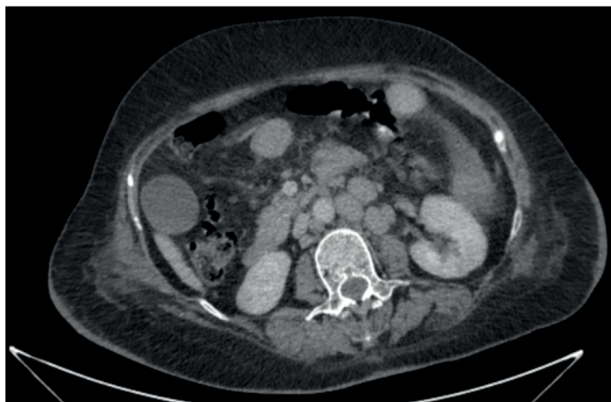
TC de abdome e pelve com contraste evidenciando múltiplas linfonodomegalias difusas, inguinais, ilíacas, peri-aórticas/retroperitoneais e mesentéricas, sendo a maior ilíaca externa à esquerda medindo cerca de 4,6 x 3,2 cm nos maiores eixos axiais, leve a moderada esplenomegalia homogênea inespecífica, leve aumento inespecífico das dimensões do fígado e demais achados normais.
